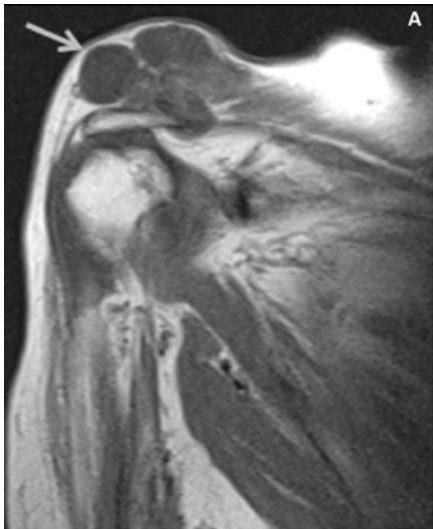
Em A, RM no corte coronal em T1 e em B, RM no corte coronal em T2 STIR, demonstrando massa cística multilobulada e multiseptada no tecido subcutâneo acima da articulação acrômio-clavicular (seta cinza claro).
